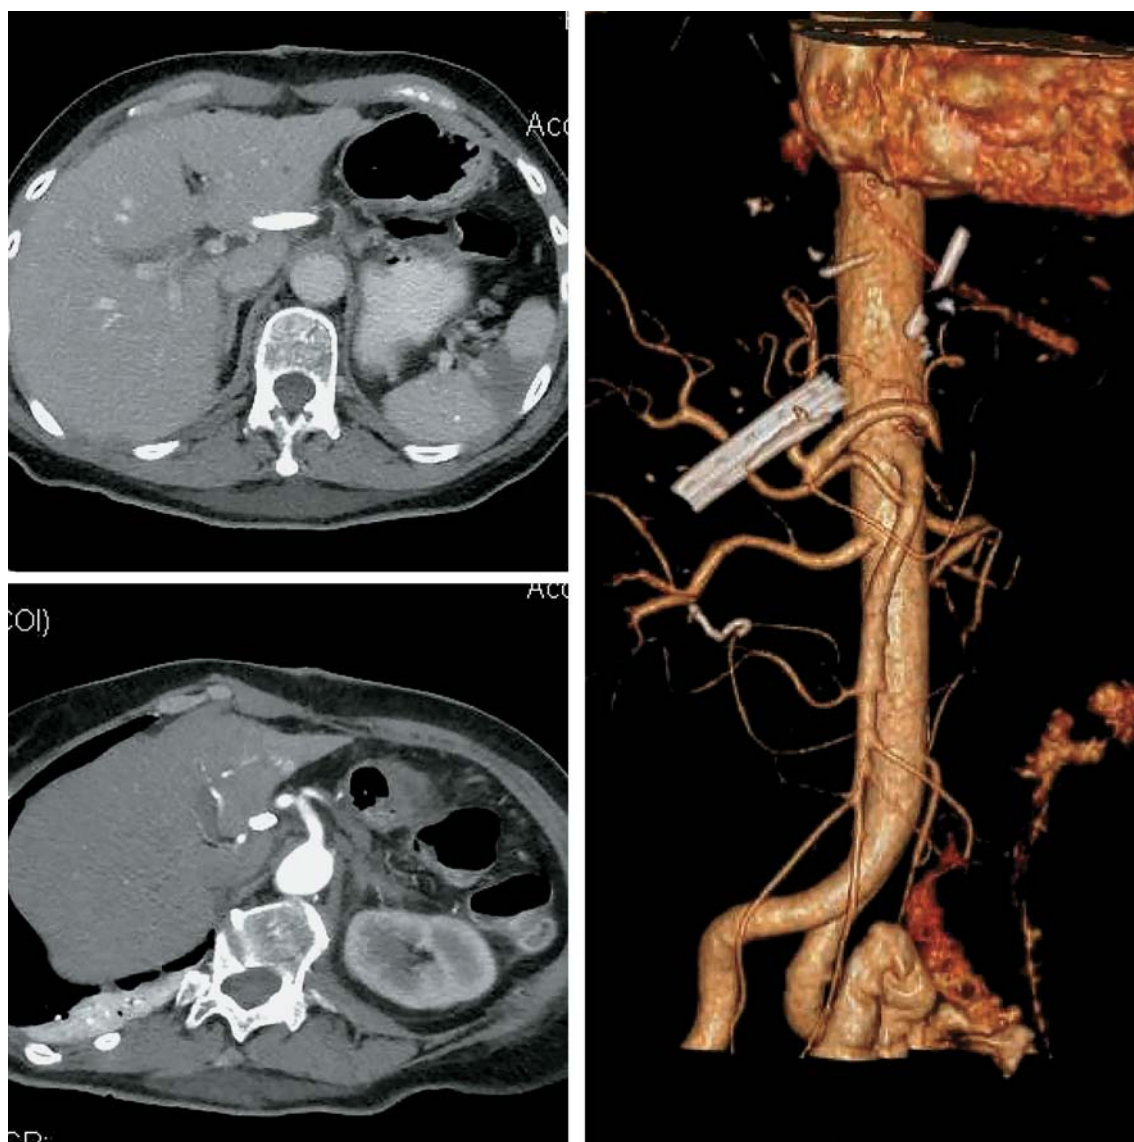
КТ органов брюшной полости с контрастированием. Артериальная и паренхиматозная фазы сканирования. Аксиальная плоскость (слева) и 3D-реконструкция (справа). Инфаркт селезенки у пациентки К., перенесшей панкреатэктомию, определяется в виде клиновидной формы зоны гипоперфузии, во все фазы сканирования гиподенсной относительно основного массива паренхимы. Также в артериальную фазу сканирования визуализируется окклюзированная селезеночная артерия на томограмме в аксиальной плоскости и при построении 3D-реконструкции.
